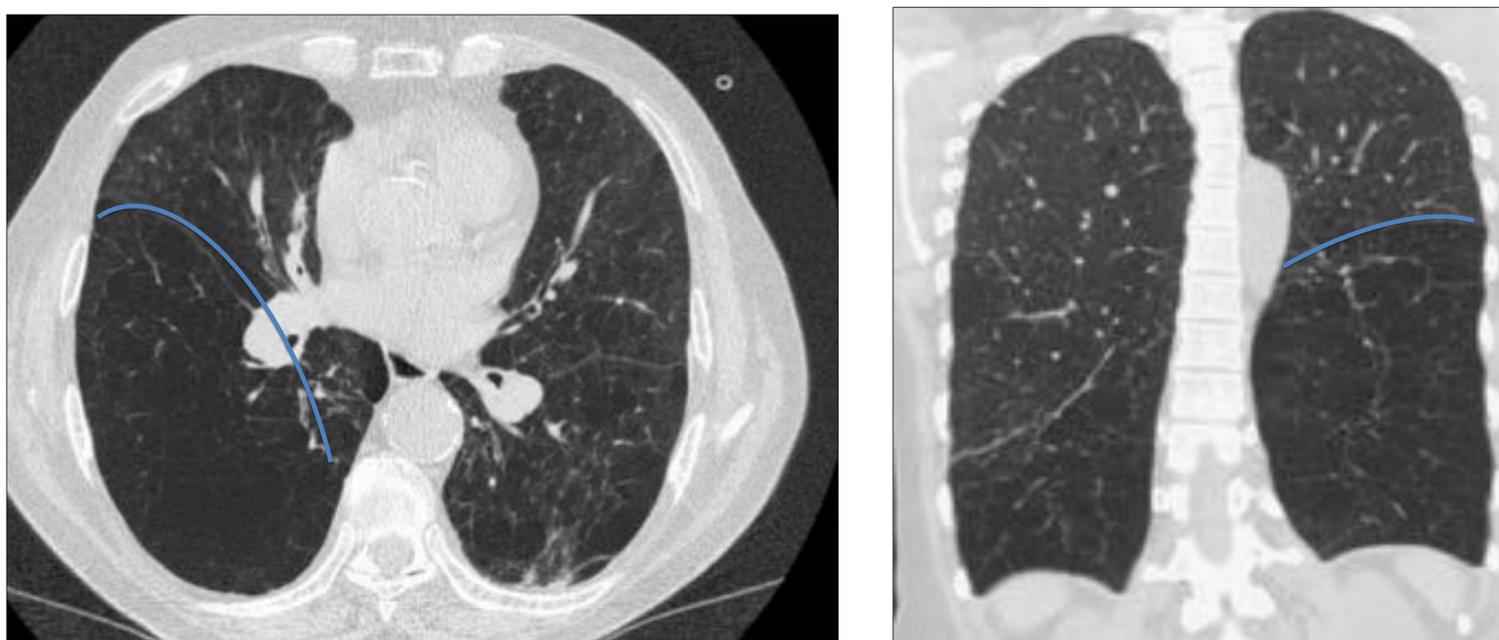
a) El LID es el lóbulo diana. b) TC Coronal en otro caso donde el lóbulo diana es el LII.
